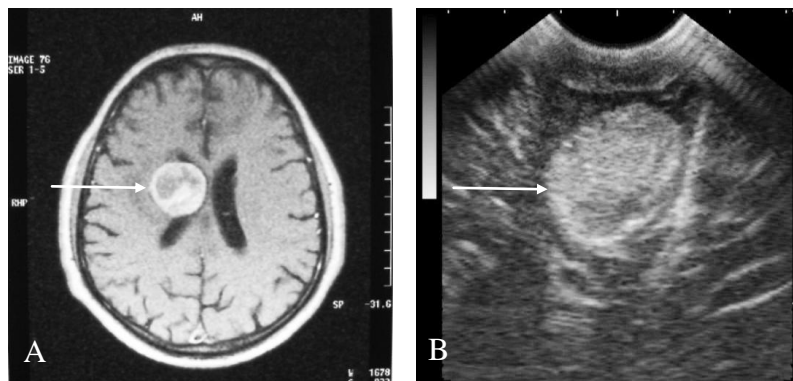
Metastază de melanom apigmentat în regiunea nucleilor bazali pe dreapta. A - IRM T1 cu contrast: formațiune tumorală nodulară însoțită de edem perilezional, neuniform gadolino filă; B - USIO: formațiune hiperecogenă, rotund-ovoidă, neomogenă, clar delimitată de țesutul cerebral adiacent, margini regulate.
